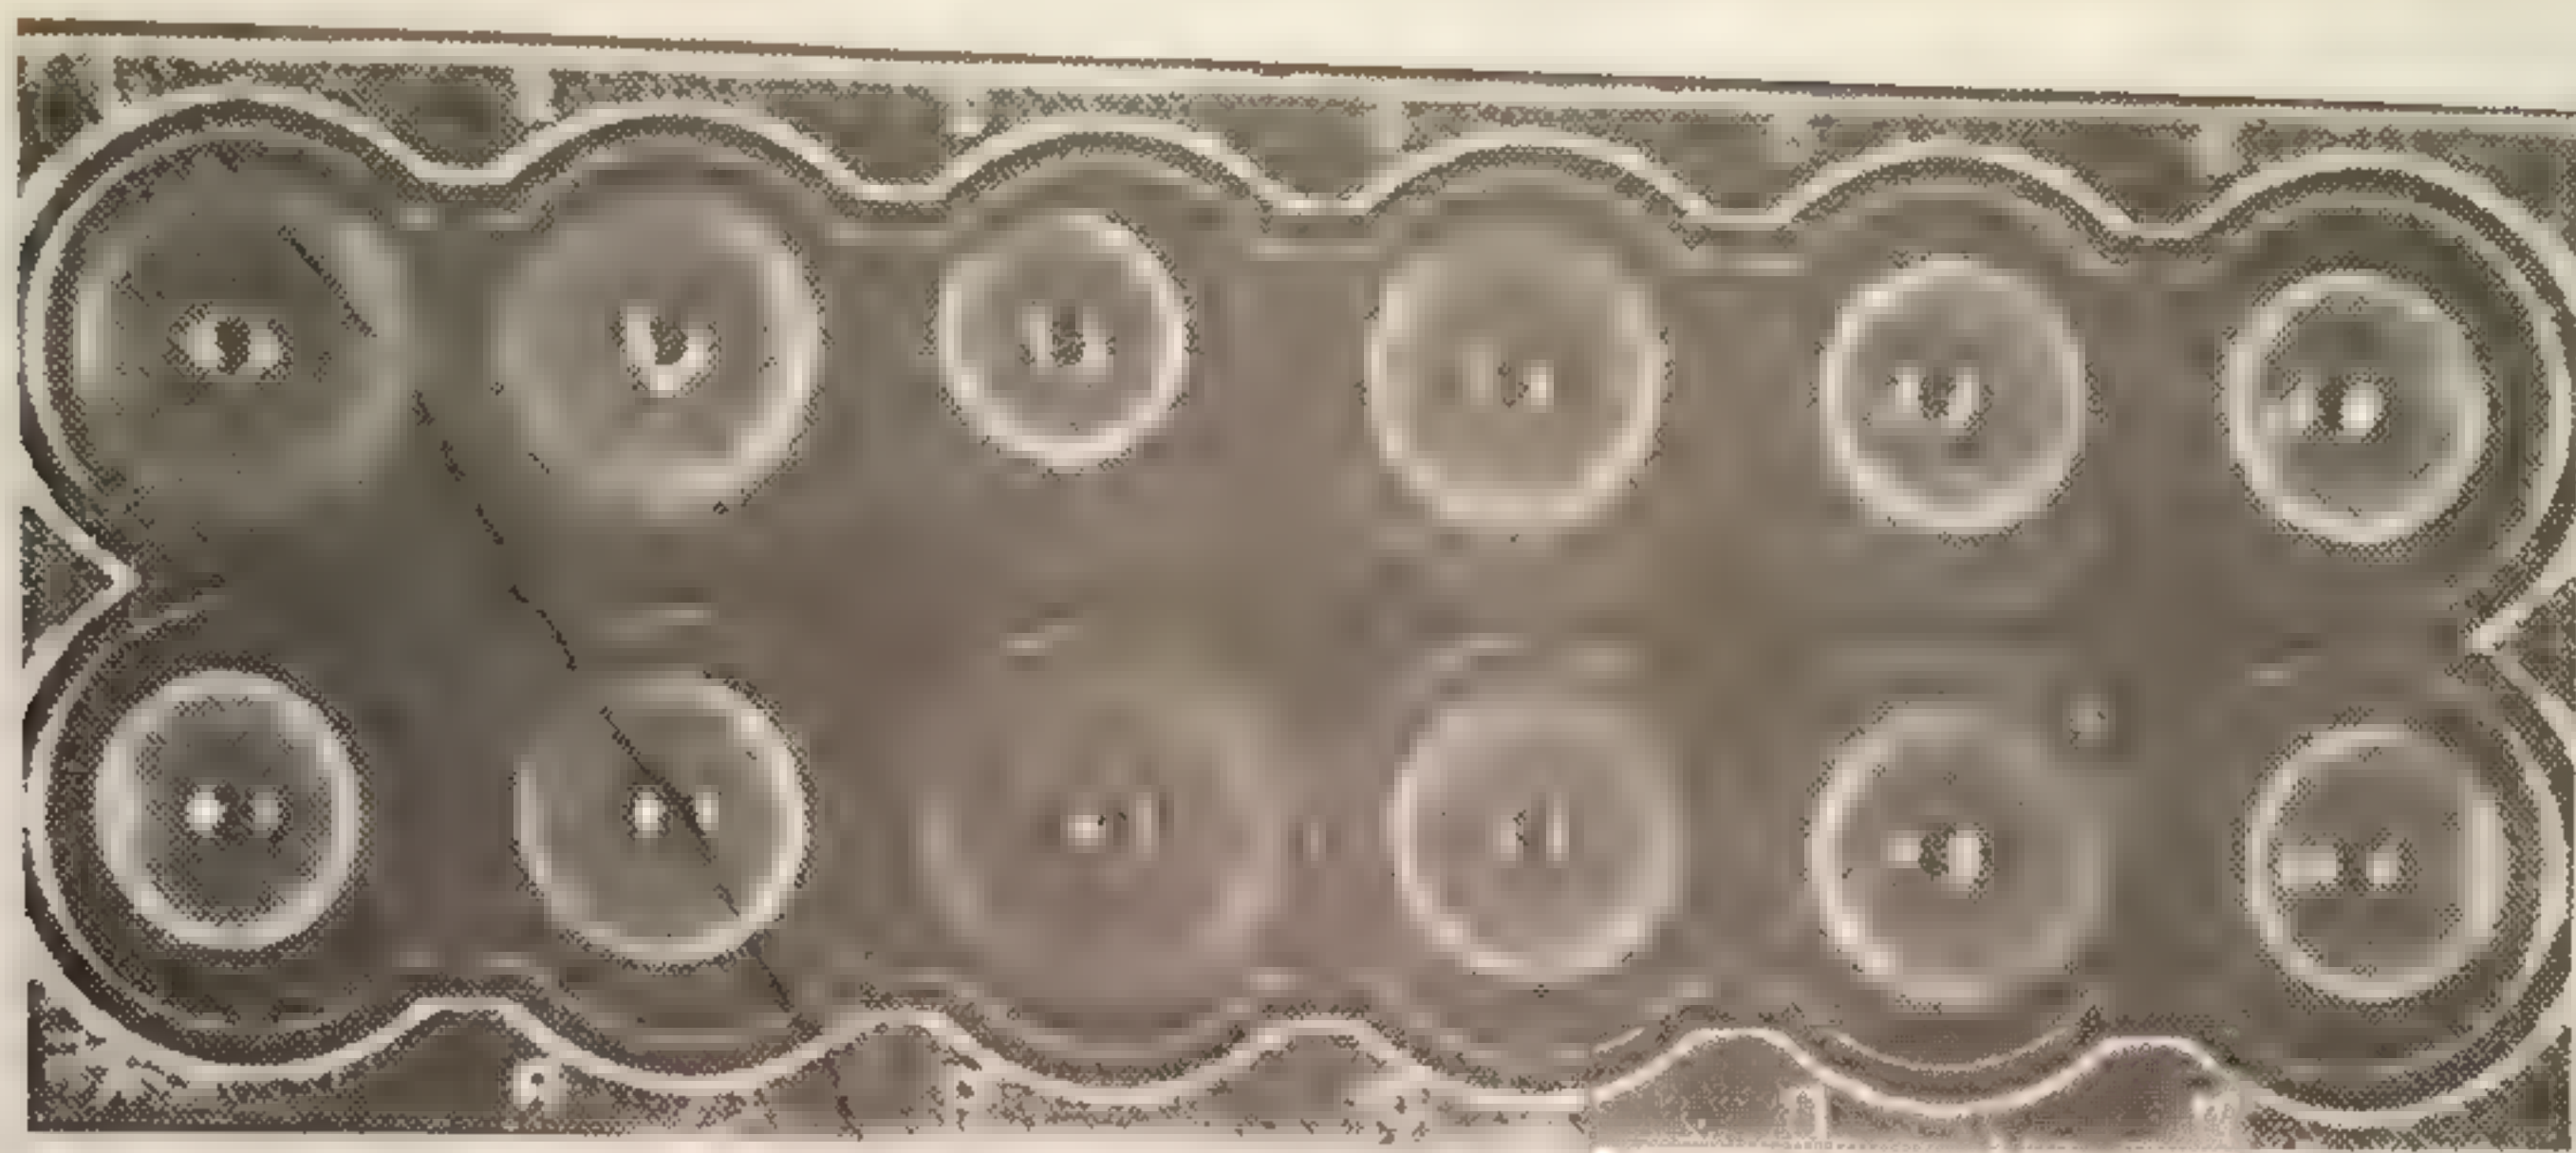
Количественное содержание IgG в сыворотке больных с хроническими заболеваниями печени. Метод радиальной иммунодиффузии Манчини.
